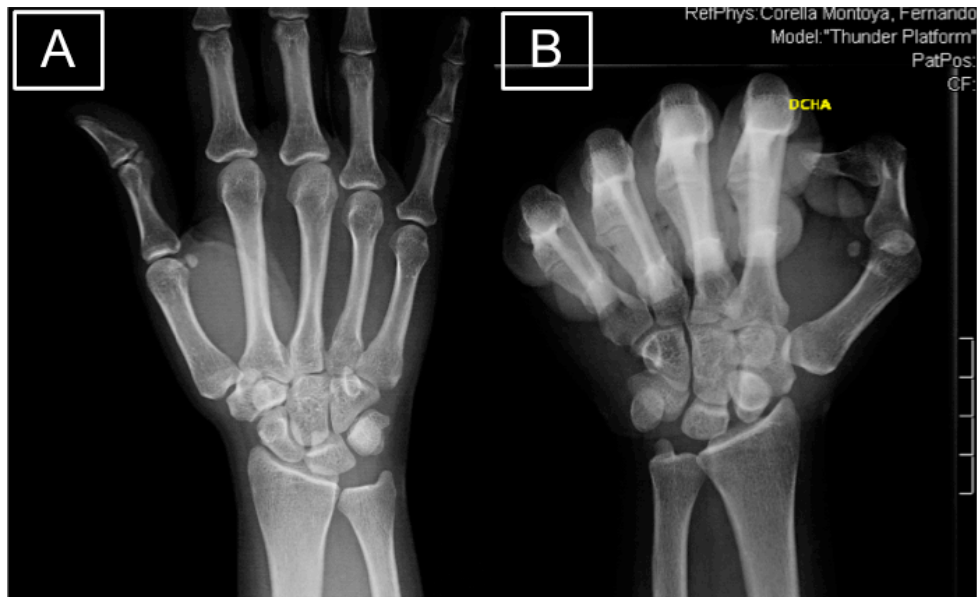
A: radiografía de muñeca derecha postero-anterior. B: radiografía en supinación puño cerrado, del mismo paciente en la que se observa el signo del anillo y la diástasis escafolunar. Inestabilidad dinámica.
